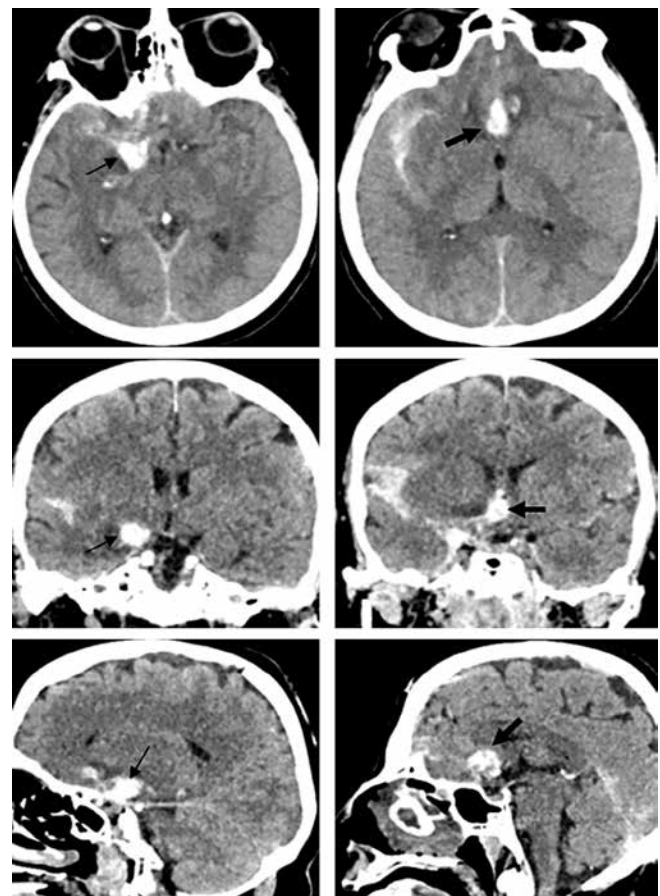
Мультиспиральная компьютерная томография головного мозга пациентки Н. (натив). Тонкая черная стрелка показывает кровоизлияние в области аневризмы внутренней сонной артерии, толстая черная стрелка — кровоизлияние в области аневризмы передней соединительной артерии
